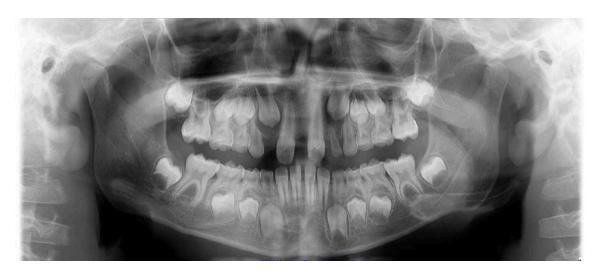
Radiografia panorâmica inicial (Fonte: Arquivo pessoal)
